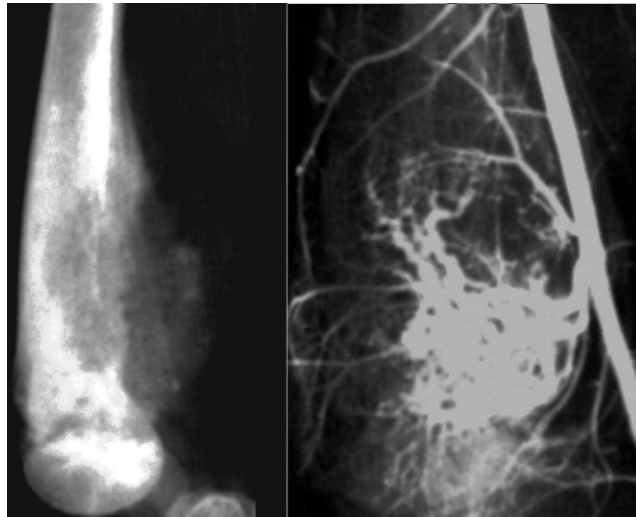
Рентгенограма стегна у бічній проекції й ангіограма. Телангієктатична ОС – при ангіографічному дослідженні визначається наявність значної кількості патологічних судин за рахунок неангіогенезу, що супроводжується зональною дифузною патологічною васкуляризацією з вогнищевим дифузним контрастуванням фарбуванням пухлини.
